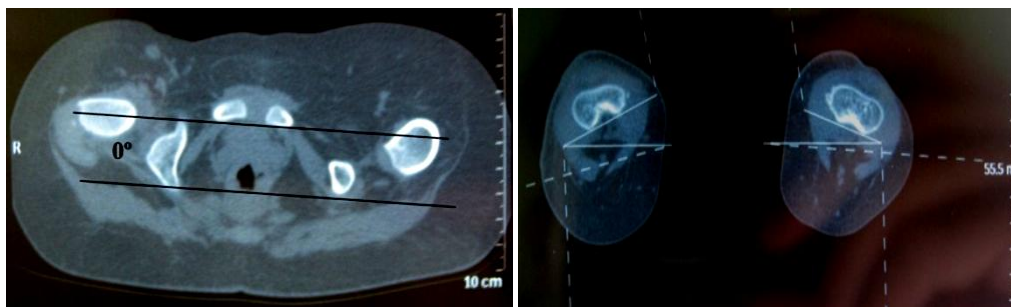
Результаты МСКТ ТБС, аксиальные срезы пациентов контрольной группы, расчет УПК, УЗК, СУ: А – пациентки Б., 5 лет (и/б №12/3949), диагноз амиоплазия, левосторонний вывих бедра, отводящие контрактуры ТБС; Б – пациентки К., 4 лет 4 месяцев (и/б №18/6209), диагноз амиоплазии, левосторонний вывих бедра, приводящая контрактура левого ТБС
